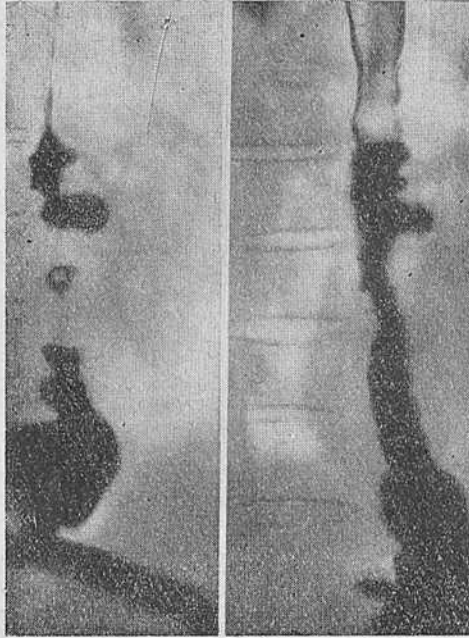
Больной В-н. Рентгенограммы пищевода. Синдром Барсони—Тешендорфа (псевдивертикулярная форма сегментарного спазма пищевода).
